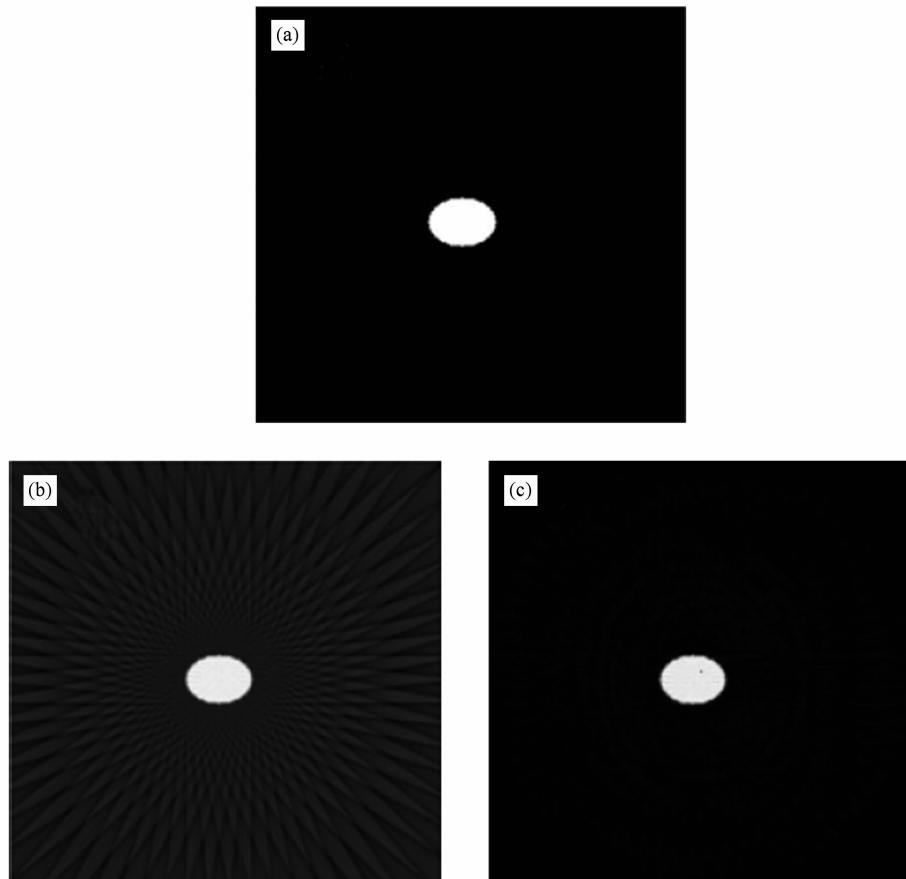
(a)是模拟的椭圆;(b)是模拟 CT 重建的椭圆;(c)是算法经过处理消除伪影后的椭圆
